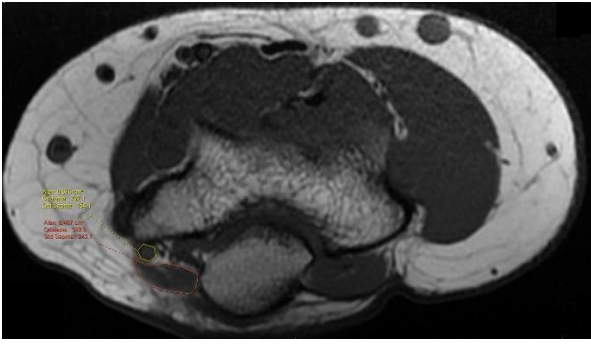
Axial T1-weighted fast spin-echo image showing the measurement of the ulnar nerve area anteriorly (small hexagon) and the area of the anconeus epitrochlearis muscle posteriorly (large ellipse).
